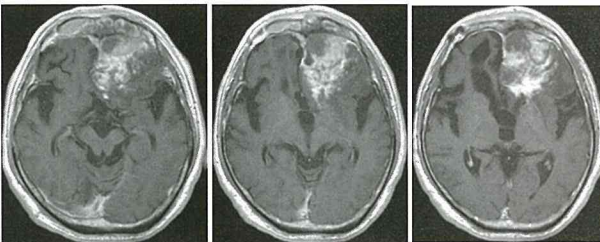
2008年3月28日 (12y after) : Gd-MRI
